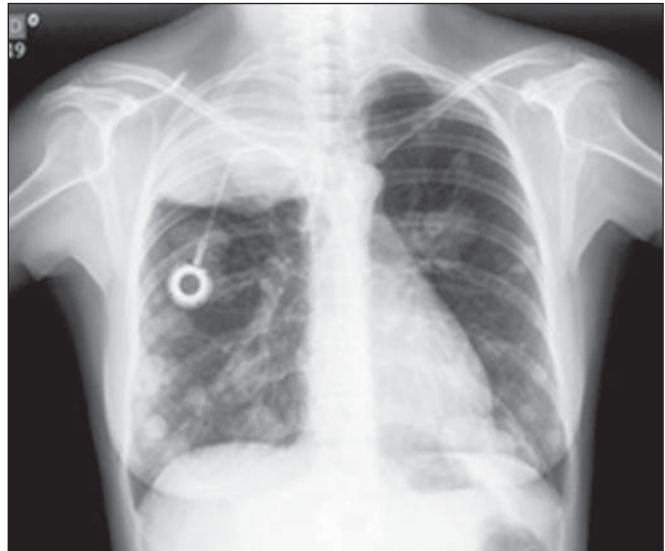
Radiografia de tórax em posteroanterior exibindo inúmeros nódulos metastáticos densos, bilaterais, de tamanhos variados, obtida em paciente em acompanhamento.
